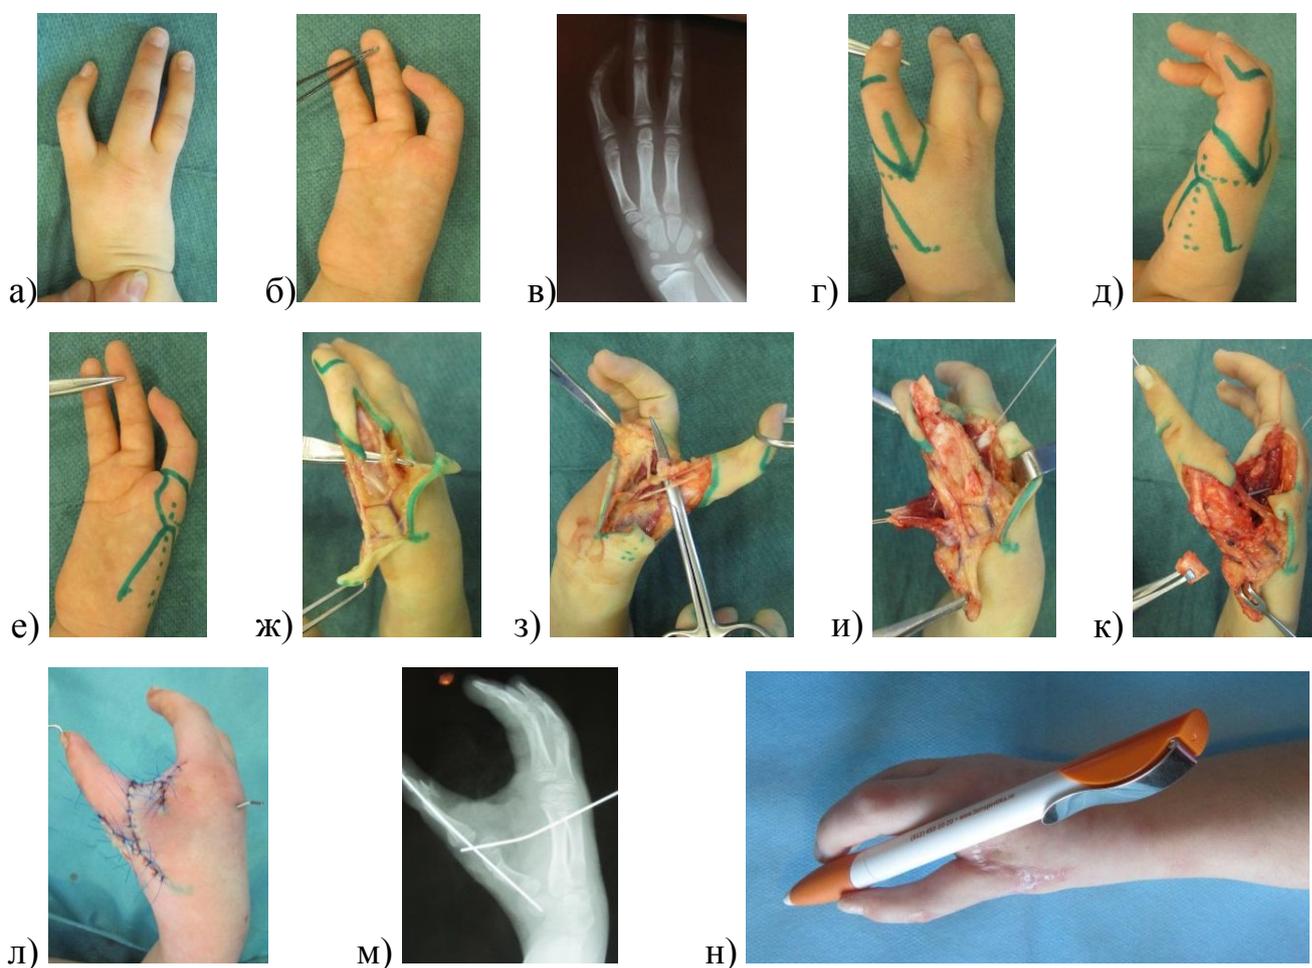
Операция поллицизации у б-ой Щ., 9 лет, с аплазией I-II лучей в сочетании с клинодактилией III пальца правой кисти, и/б 428/ С2012: а-в – внешний вид и рентгенограмма кисти до лечения; г-к – этапы поллицизации 3 пальца; л-н – внешний вид и рентгенограмма кисти после операции.
